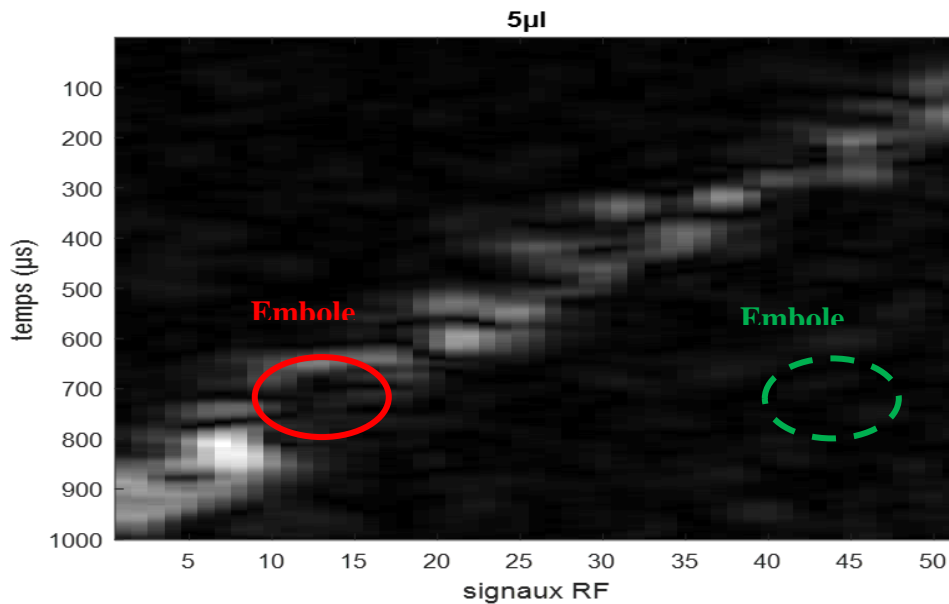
3: Image échographique pour la concentration des microbulles de $5\mu\text{l}$.
